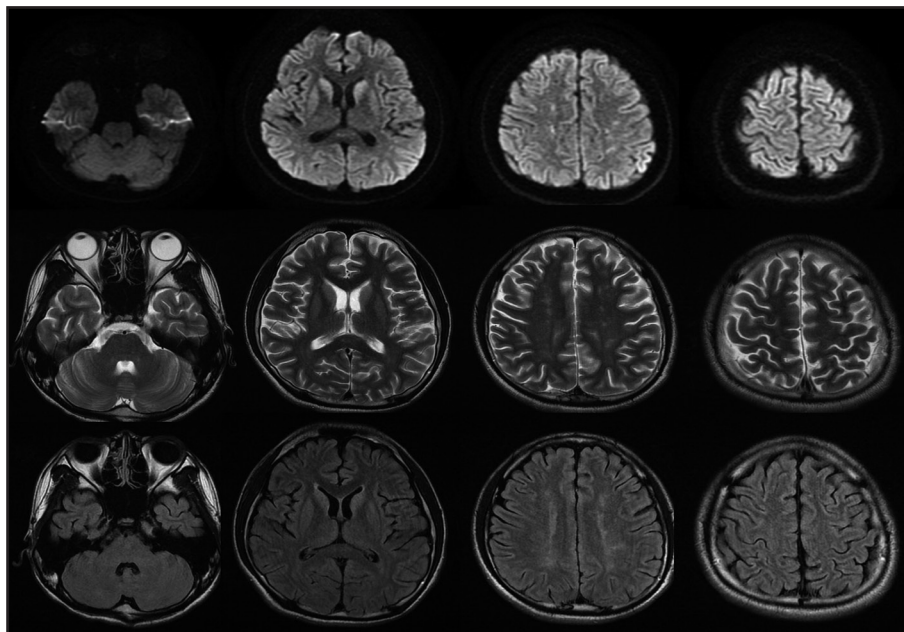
Follow-up magnetic resonance images at the post-operative 20th day. The multiple abnormal signals on the diffusion-weighted images (top row), T2-weighted images (middle row), and fluid attenuated inversion recovery images (bottom row) mostly disappeared. There was no cystic degeneration resulting from the cerebral infarct.
